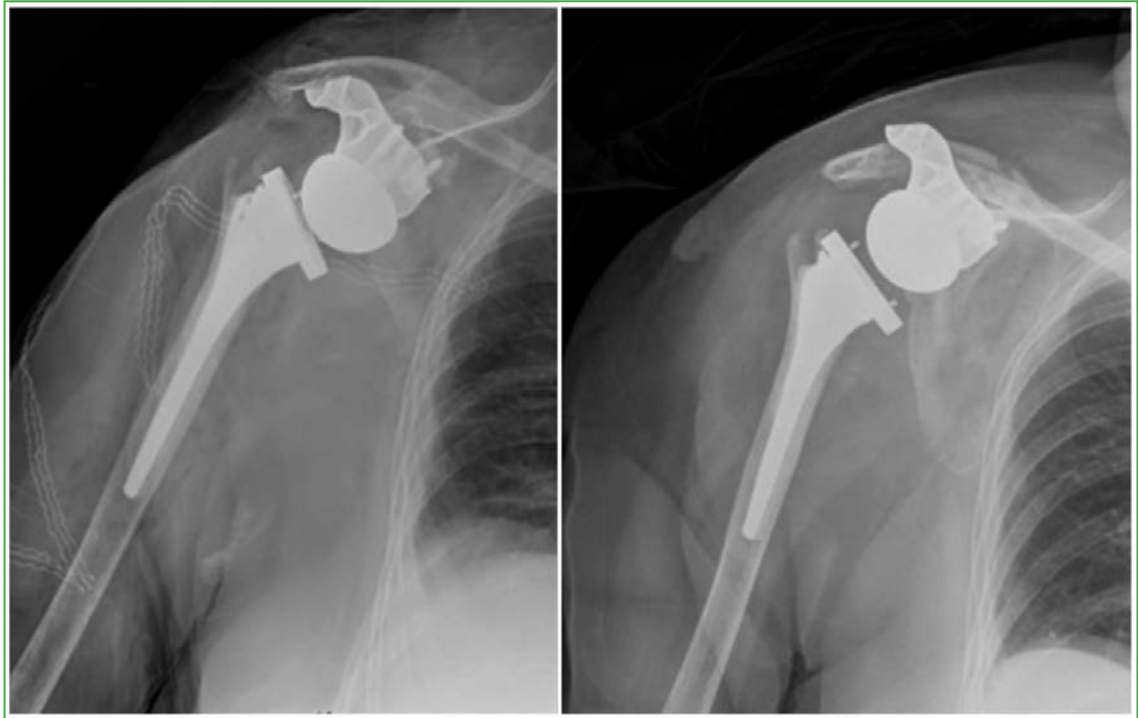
Radiografías de un paciente con aflojamiento glenoideo y migración, sin implicancias clínicas.
